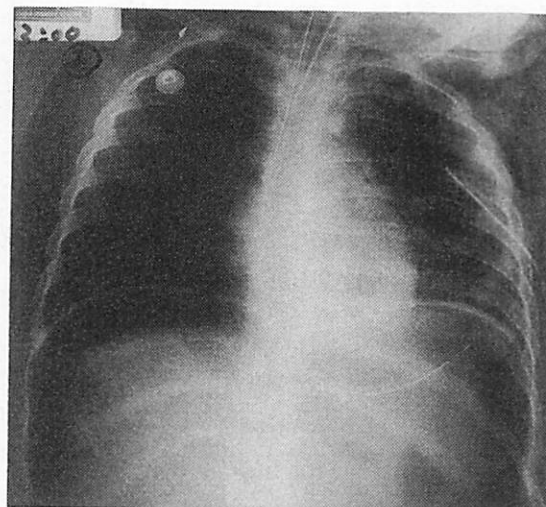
半坐位での胸部X線写真。両側横隔膜下に遊離ガス像を認める。
